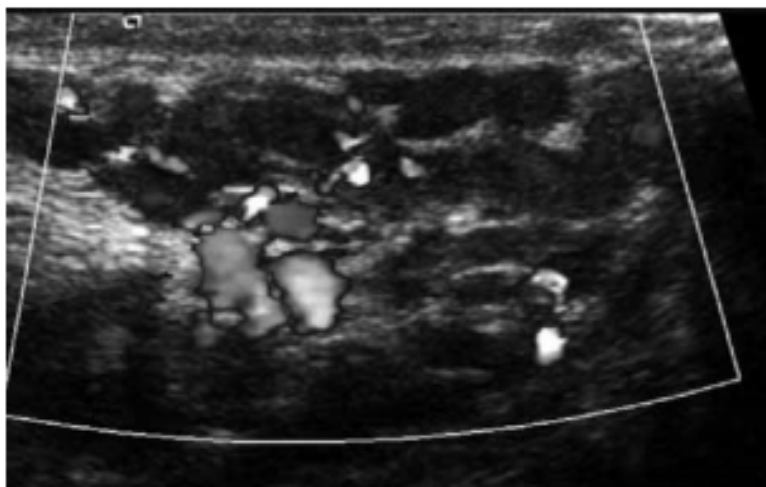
Ecografía de dilataciones varicosas izquierdas en un niño de 13 años. Obsérvese el incremento de flujo en el estudio Doppler durante la maniobra de Valsalva.
